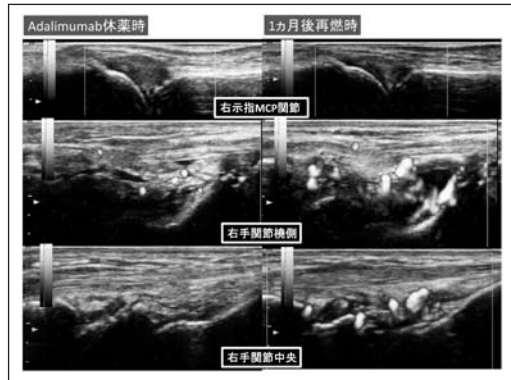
33歳女性、Adalimumabを使用し、8ヶ月で寛解となった。寛解を10ヶ月維持したため、関節エコーで右手関節機側にパワードップラーでgrade 1の滑膜炎を認めたと、Adalimumabを休薬した。わずか1ヶ月で再燃し、同部位でgrade 3の滑膜炎に増悪した。
